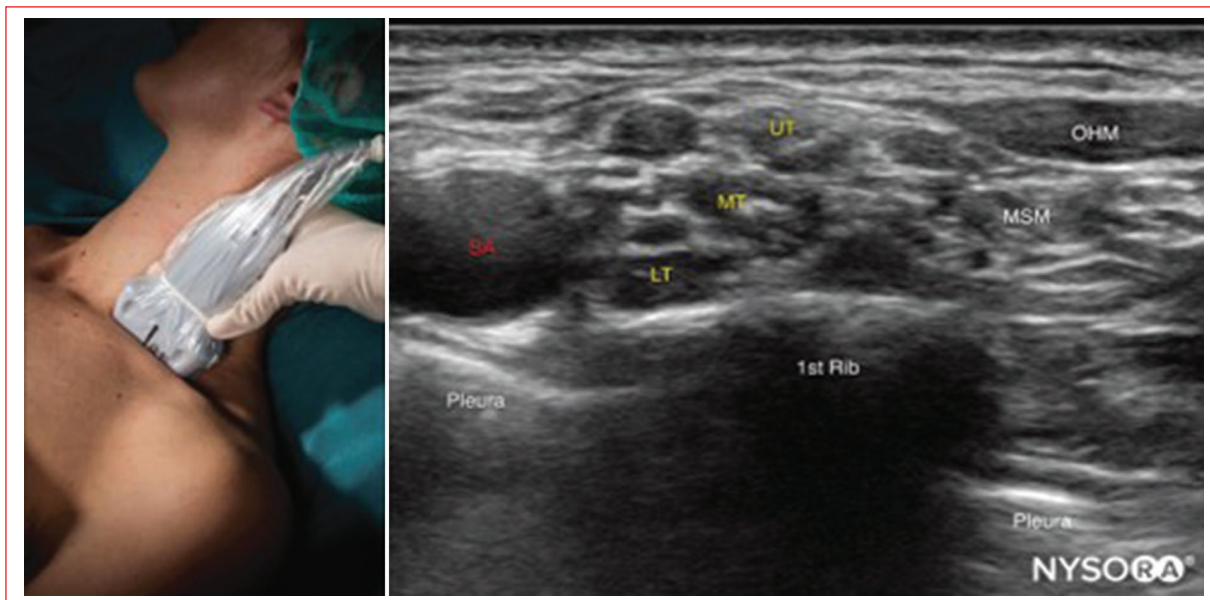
Ecografía del bloqueo supraclavicular. LT: tronco inferior; MSM: músculo escaleno medio; MT: tronco medio; OHM: músculo omohioideo; SA: arteria subclavia; UT: tronco superior.
